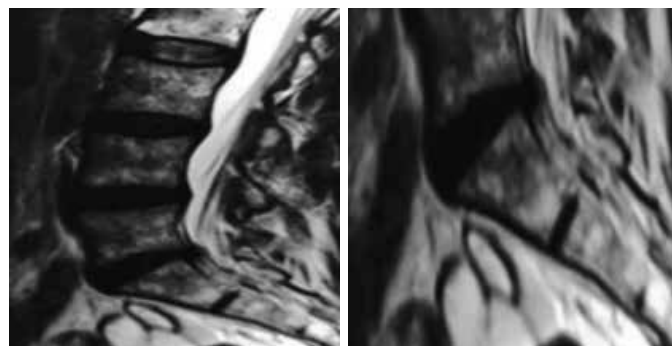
Ressonância magnética da coluna lombossacra, corte sagital em T1 evidenciando regressão da hérnia discal extrusa em L5/S1.
